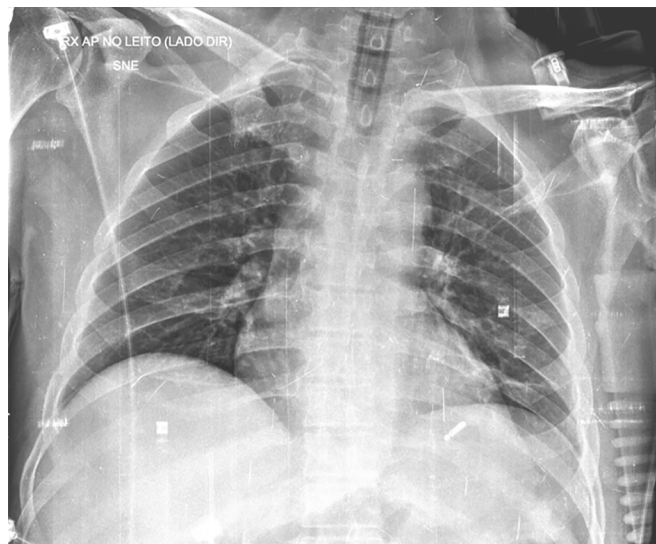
Radiografia de tórax em incidência antero-posterior, no leito.
